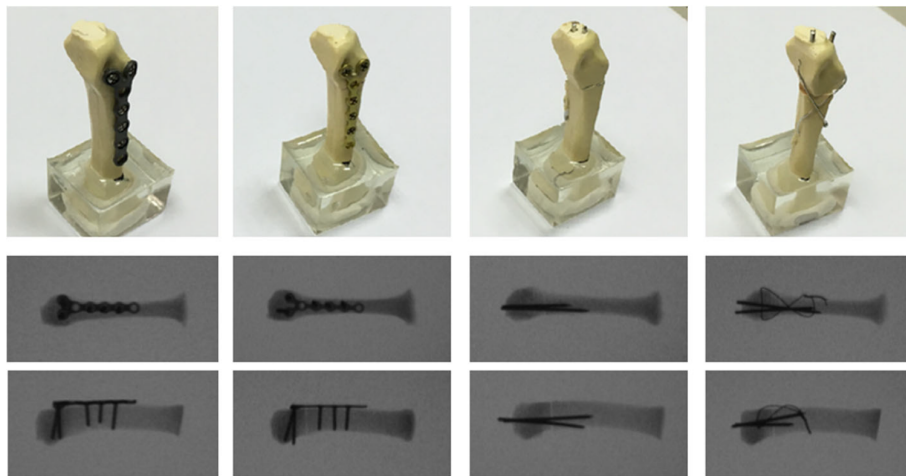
Quattro tipi di fissaggio della frattura metacarpale, da sinistra verso destra: placca bloccante, placca non bloccante, due fili di K e due fili di K con filo per cerchiaggio; sono anche mostrate le radiografie dei quattro metodi nelle visuali dorsale e laterale [3].
